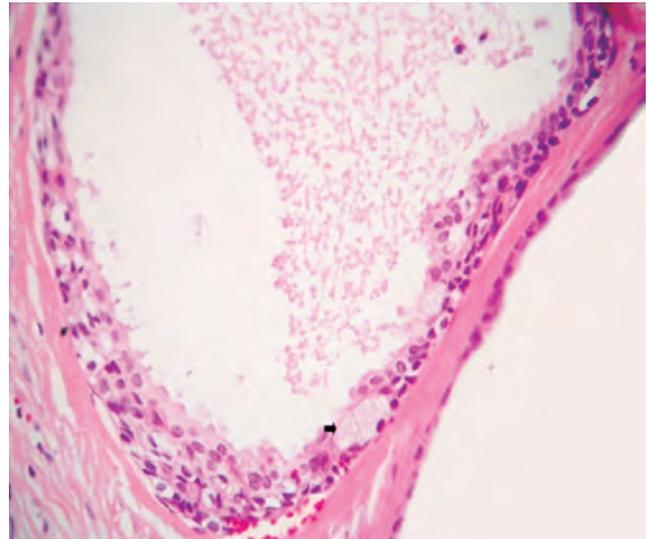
Histopatología compatible con granuloma periapical.
